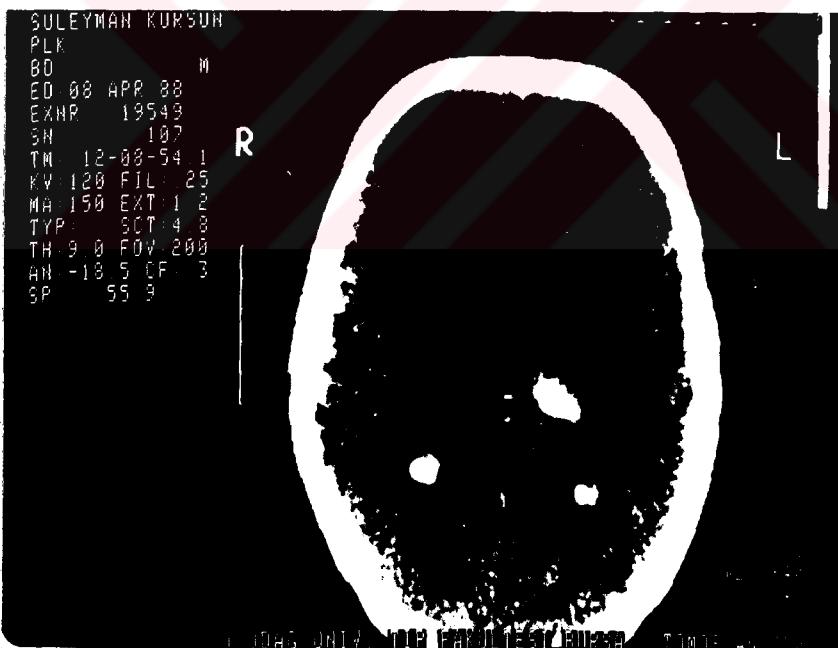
16 nolu vak'anan CT si, solda inferior frontal infarkti olan hastanın afazi testi sonucu Broca olup lezyonla uyumlu idi.
